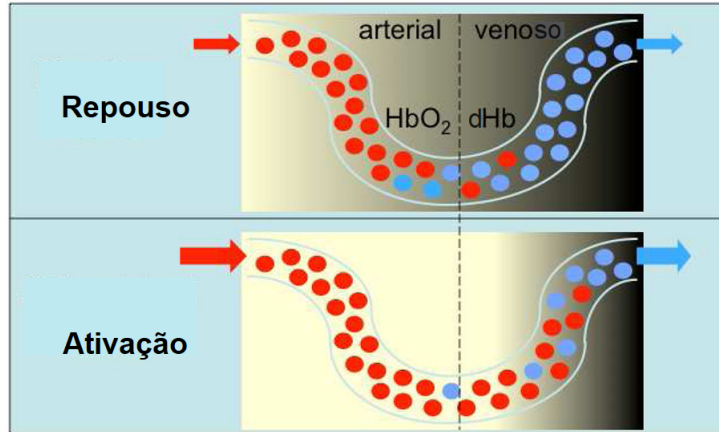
Esboço de um capilar no tecido cerebral durante o repouso (em cima) e uma ativação (em baixo). Os círculos a vermelho representam a HbO_2 , e os a azul, a dHb . É possível observar também que o sinal de MRI é reduzido no lado do sangue venoso devido à presença de dHb (imagem com tom mais escuro). No entanto, assim que ocorre um aumento da concentração de HbO_2 , pela subida do fluxo sanguíneo na região ativada, dá-se um aumento do sinal BOLD, tornando a imagem mais clara. Adaptado de [36].
